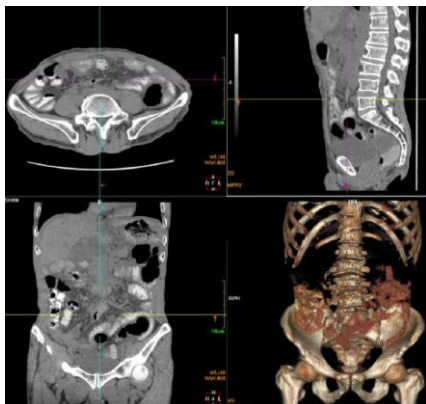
PMP 患者，CT 示腹壁、腹腔内及系膜间脂肪明显减少，小肠袢散在分布、未见聚集
